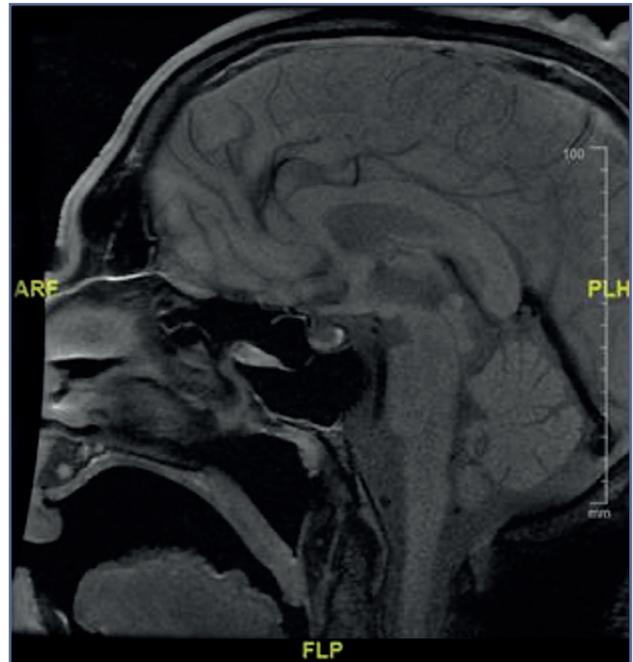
Resonancia magnética. En el corte axial se aprecia el realce de la hipófisis.
